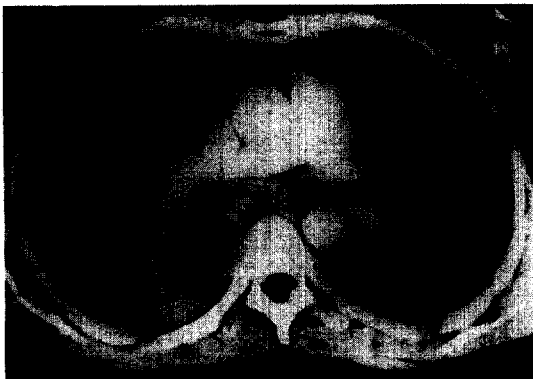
Contrast-enhanced chest CT scan shows lung abscess in right lower lobe with extension of infiltration and air-shadow in mediastinum.
